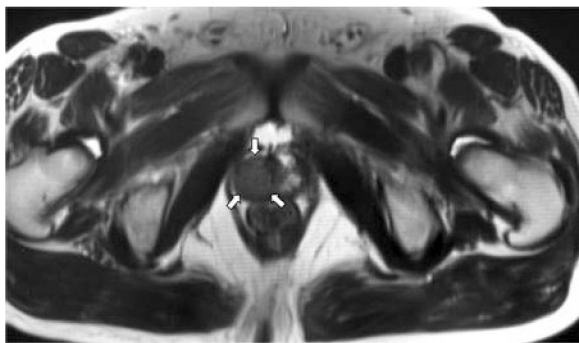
MRI before prostate needle biopsy. MRI showed low intensity area on T2 weighted image in the right lobe of the prostate, which suggested prostate cancer (cT3a).
